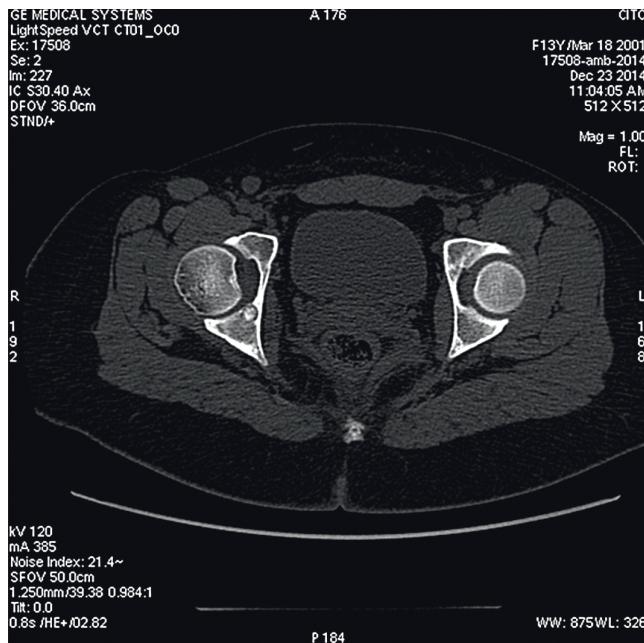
Мультиспиральная компьютерная томография тазобедренных суставов. Остеоид-остеома тела правой седалищной кости. Гнездо остеоид-остеомы выявлено только на компьютерных томограммах
